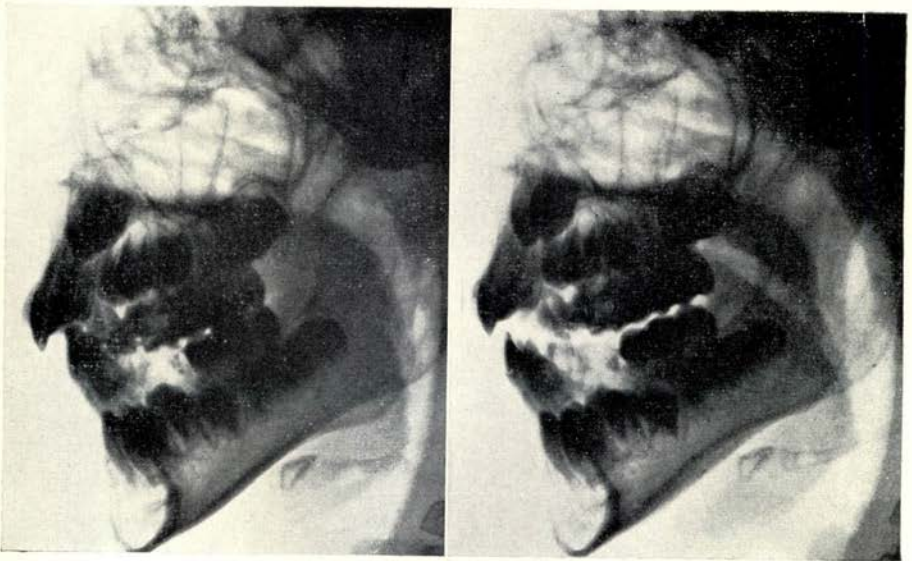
Röntgenschedelprofielfoto van een distale dwangbeet.
